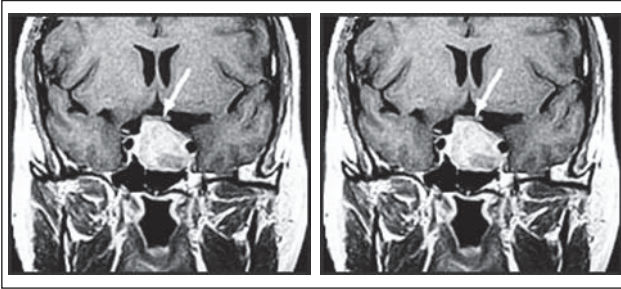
МРТ-снимок больной 3. до и после трехмесячной терапии каберголином
